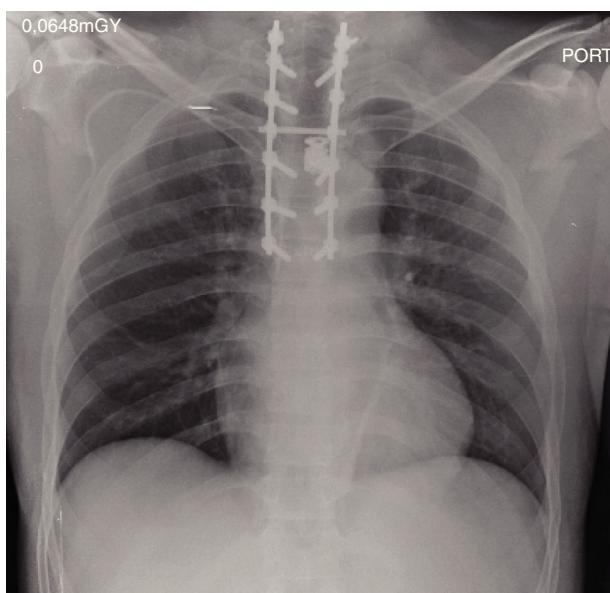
Radiografía postoperatoria de columna torácica con instrumentación y aplicación de cilindro e injerto óseo.
